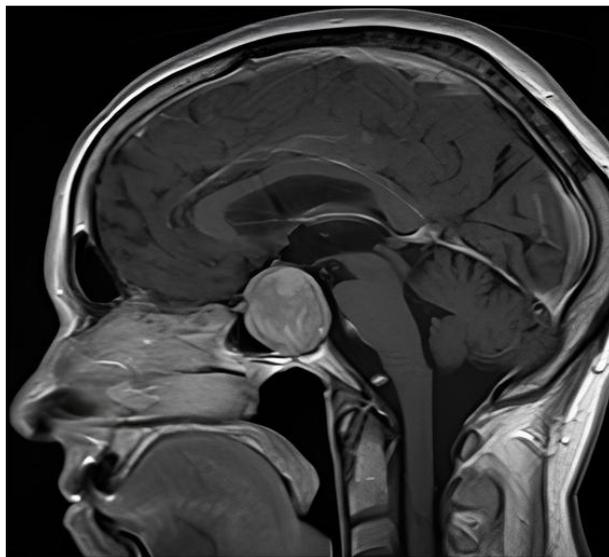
Resonancia Magnética con macroadenoma de hipófisis
